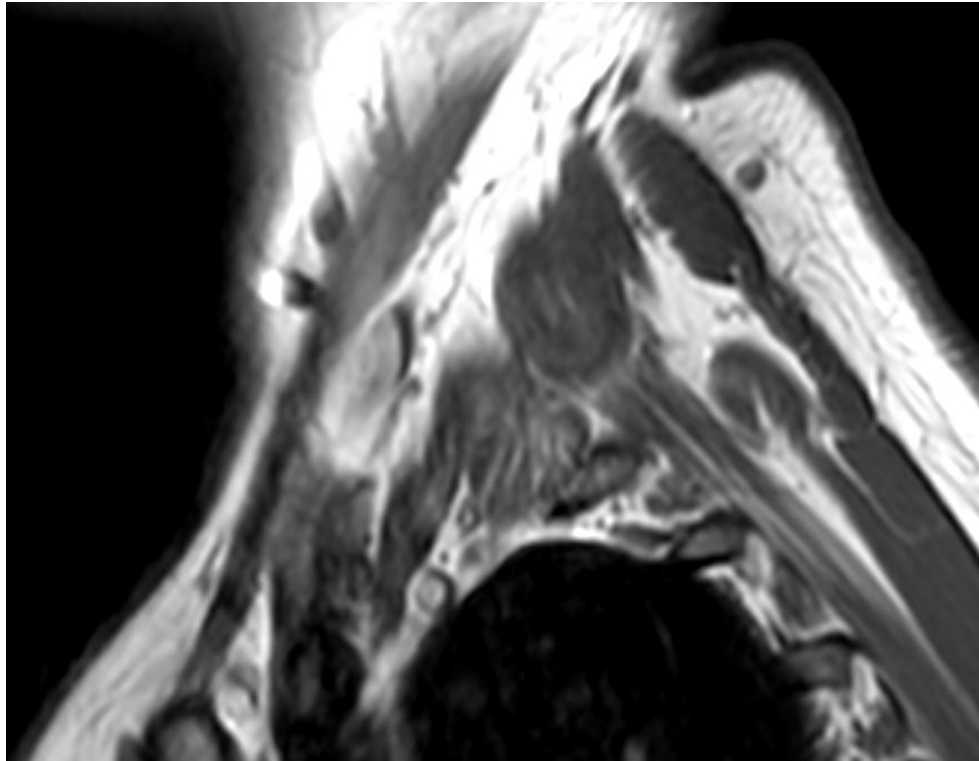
RM sagital TSE-T1 del Compartimiento interescaleno (sagital oblicuo).
